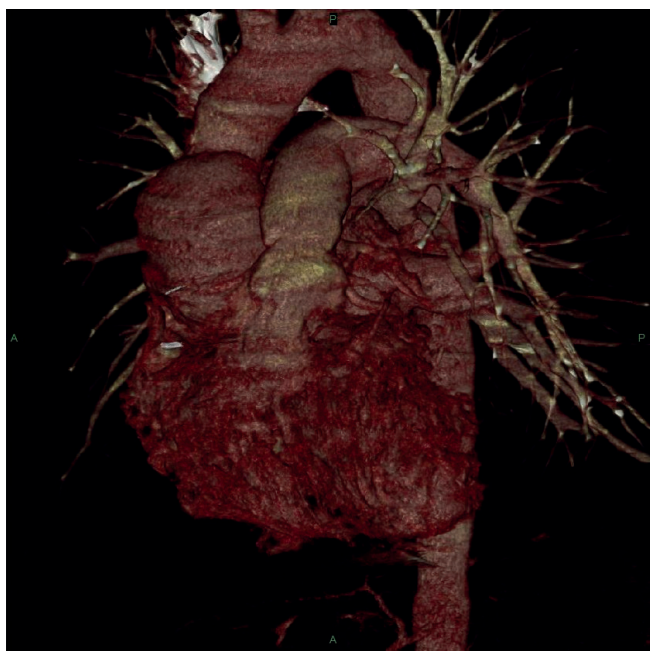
Компьютерная томография сердца и аорты с контрастированием.
